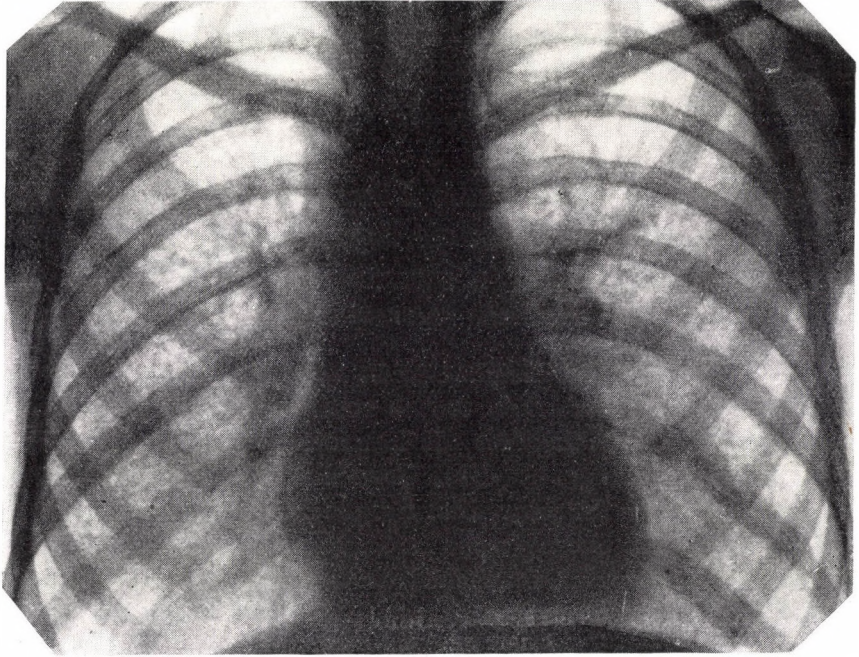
An Miliar-Tbc erinnerndes Thoraxröntgenbild des an essentieller pulmonaler Hämosiderose leidenden Kranken
